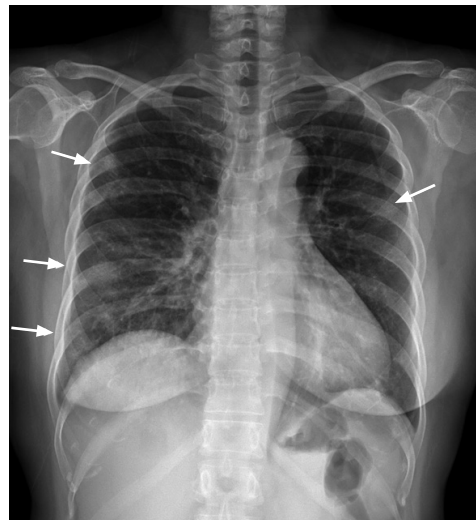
Typical chest radiographic finding of coronavirus disease 2019. A 56-year-old female chest radiograph shows bilateral ground glass opacity and some consolidations at both peripheral lung fields (arrows). Institutional review board of Keimyung University Dongsan Hospital approved this study and waived the requirement for informed consent.
